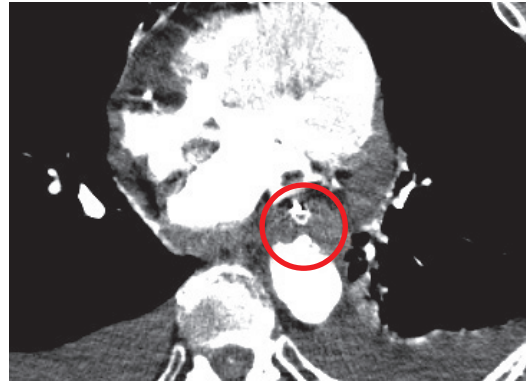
急変時胸部造影 CT. 大動脈食道瘻が疑われる (丸囲み).
